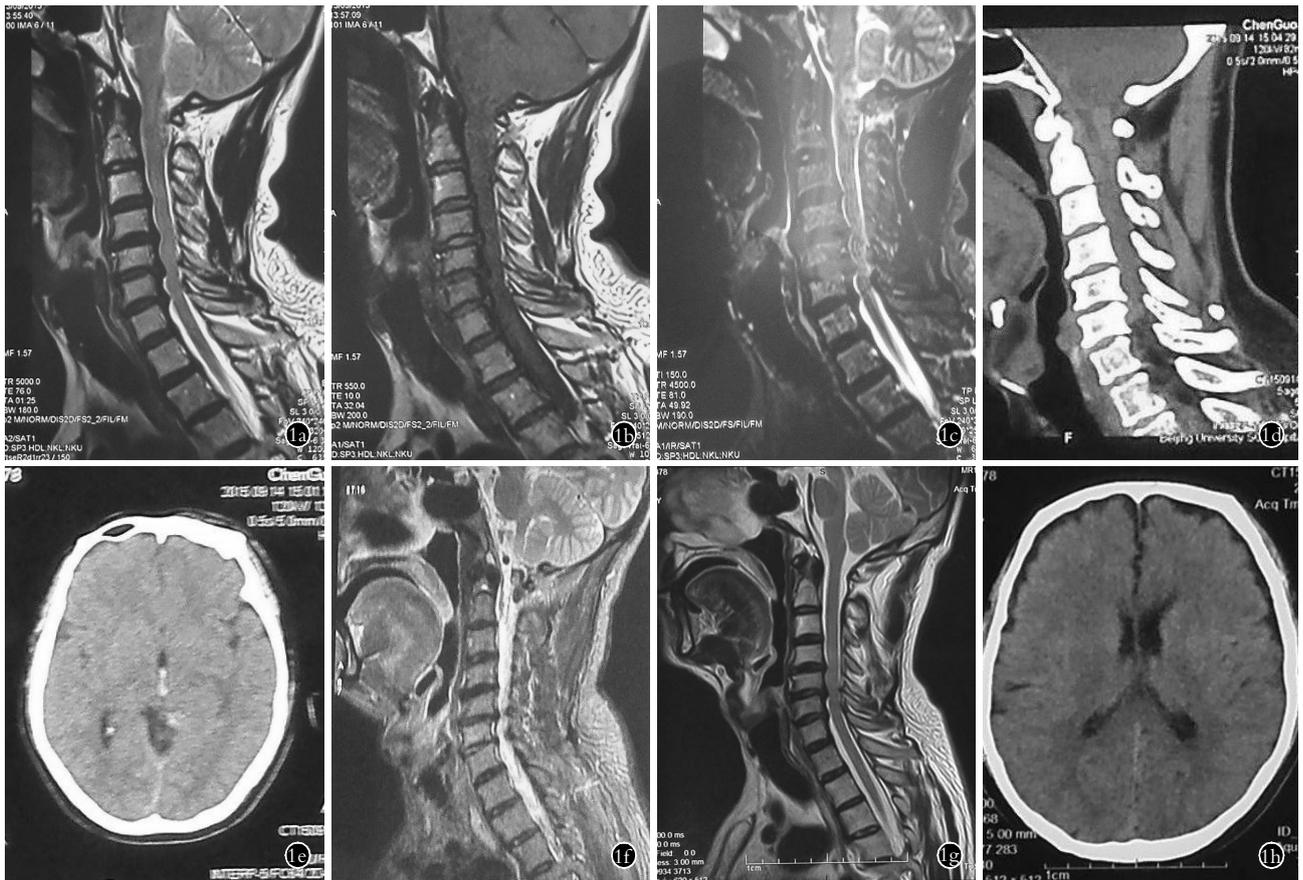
患者,男,56 岁,针刺致硬膜下、外血肿 1a. 治疗前矢状位 MRI 示 C₁₋₂ 水平左侧颈椎管硬膜内、外占位,硬脊膜囊及颈髓受压呈长 T2 信号 1b,1c. 治疗前矢状位 MRI 示 C₁₋₂ 水平左侧颈椎管硬膜内、外占位,略长 T1 信号,T2WI 脂肪抑制呈长 T2 信号 1d. 治疗前矢状位 CT 示 C₁₋₂ 水平颈髓左侧可见团片状高密度影,矢状位呈条形,CT 值 70 Hu 1e. 治疗前头颅 CT 平扫示局部脑沟、小脑幕、左侧桥小脑角区、四脑室、三脑室、左侧脑室后角见线条状或斑片状高密度影 1f. 治疗 2 d 后矢状位 MRI 示病变范围较前无变化,增强后部分病灶可见轻度强化 1g. 治疗 16 d 后矢状位 MRI 示血肿已完全吸收 1h. 治疗 16 d 后头颅 CT 平扫示血肿已完全吸收
